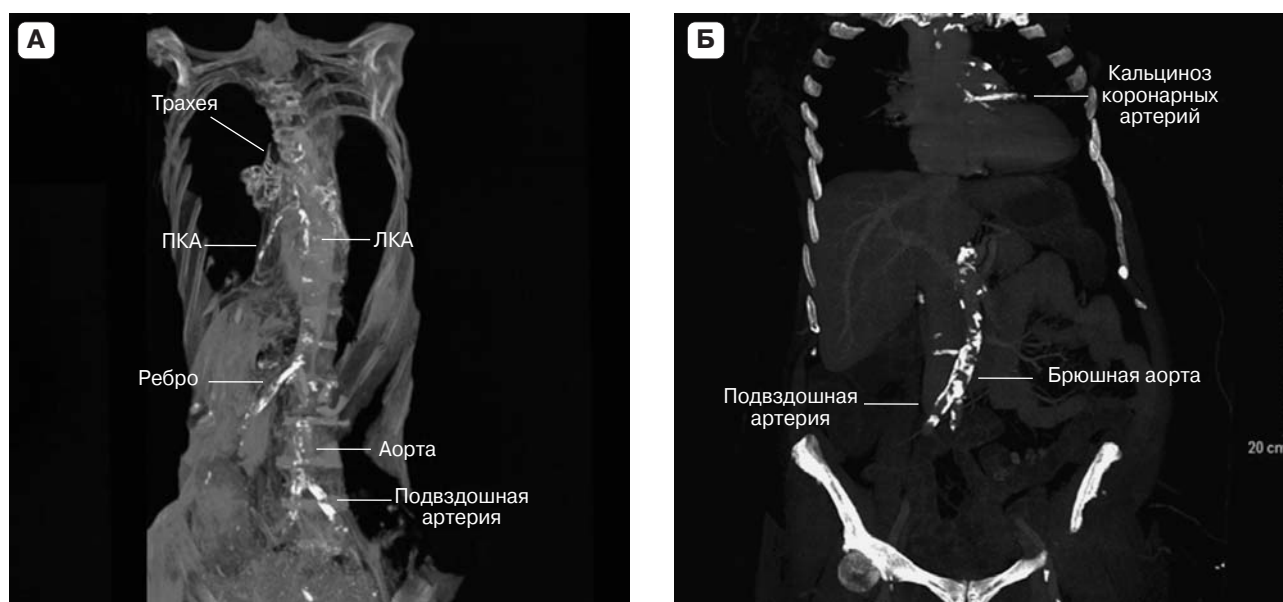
Атеросклероз коронарных, подвздошных артерий и аорты. А – переориентированные в корональную проекцию мультипланарные реконструкции с тонким слэбом на компьютерной томограмме мумии принцессы, жившей во Втором Промежуточном периоде, четко показывают кальциноз коронарных и подвздошных артерий. Это свидетельствует о наличии диффузного атеросклероза. Видны задняя нисходящая и заднебоковая ветви правой коронарной артерии, отходящие дистально от области кальциноза проксимального и среднего сегментов ПКА; Б – компьютерная томограмма современного египтянина с признаками аналогичного кальциноза коронарных и подвздошных артерий. ЛКА – левая коронарная артерия, ПКА – правая коронарная артерия.
